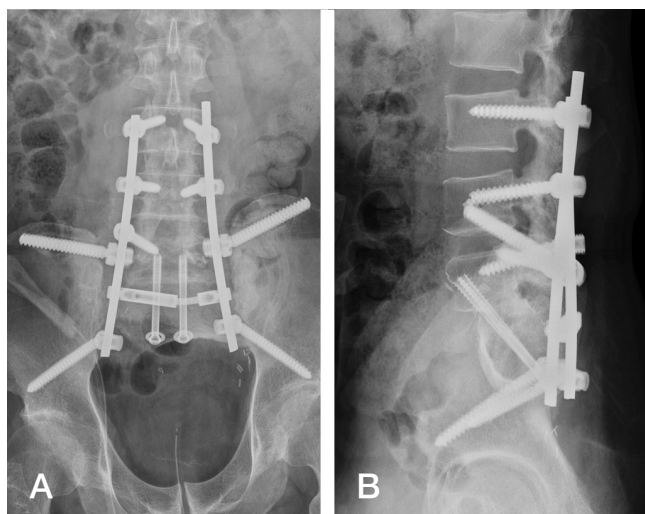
After the second operation, the pelvis anteroposterior (A) and lateral (B) radiographs show the new iliac screw and rod with a fresh frozen iliofemoral chip graft at the previous graft-ilium junction.
